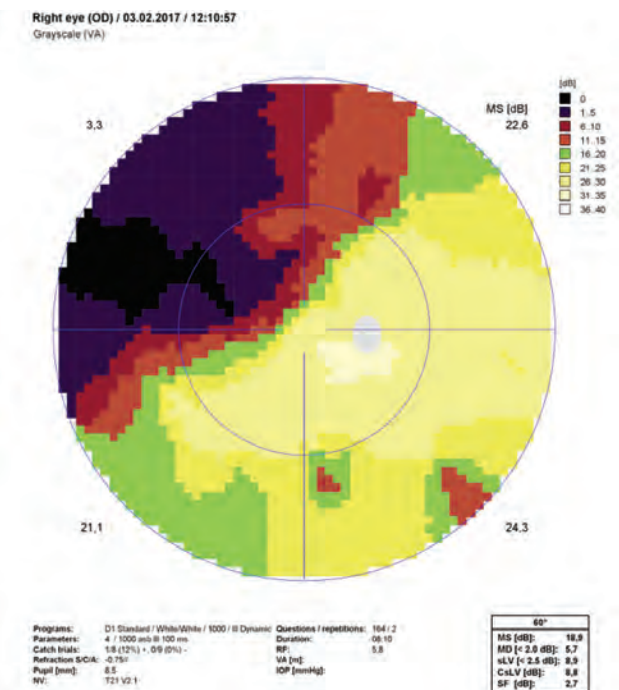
Данные статической автоматической периметрии пациентки С. Выявляются зоны снижения светочувствительности сетчатки, соответствующие областям отсутствия капиллярной перфузии
